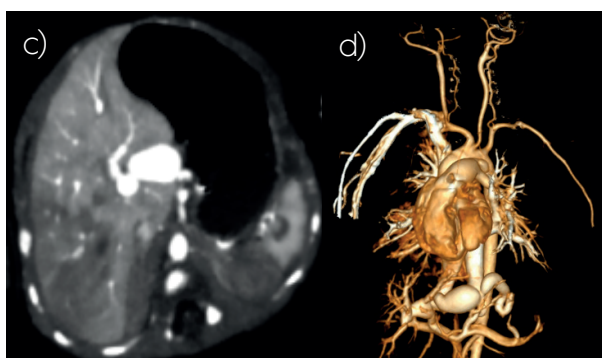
Angiotomografía de aorta torácica Hallazgos adicionales: a) Comunicación interauricular. b) Dilatación cualitativa de cámaras cardíacas derechas. c) Persistencia del ductus arterioso, Krichenko tipo C. d) Consolidación alveolar multifocal y/o difusa de pulmón derecho con zonas de hipocaptación probablemente relación con defectos de perfusión.
